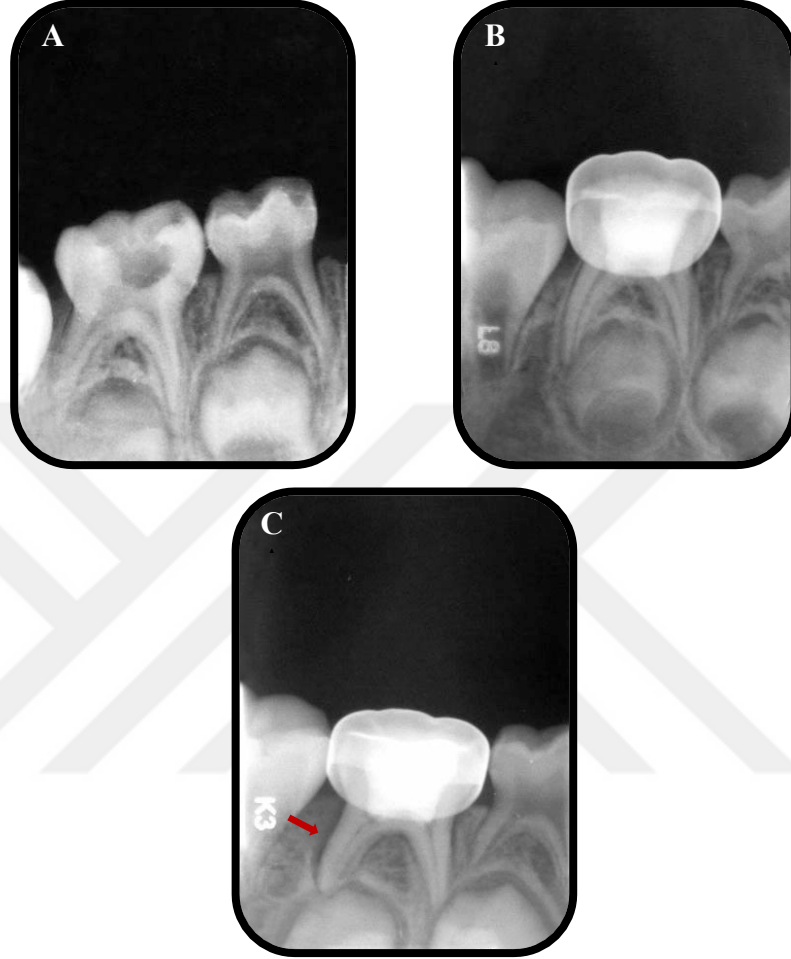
ProRoot MTA grubunda gözlenen kökler arası lezyon A: Teşhis radyografisi
